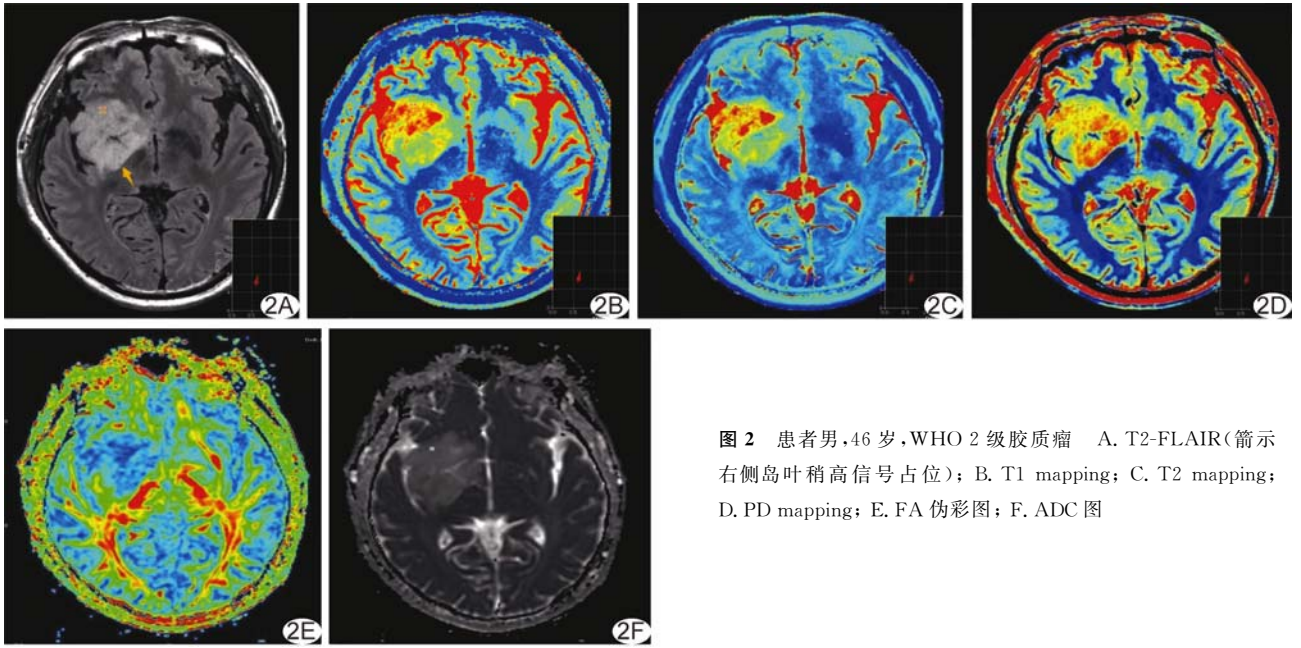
患者男,46 岁,WHO 2 级胶质瘤 A. T2-FLAIR(箭示右侧岛叶稍高信号占位); B. T1 mapping; C. T2 mapping; D. PD mapping; E. FA 伪彩图; F. ADC 图
